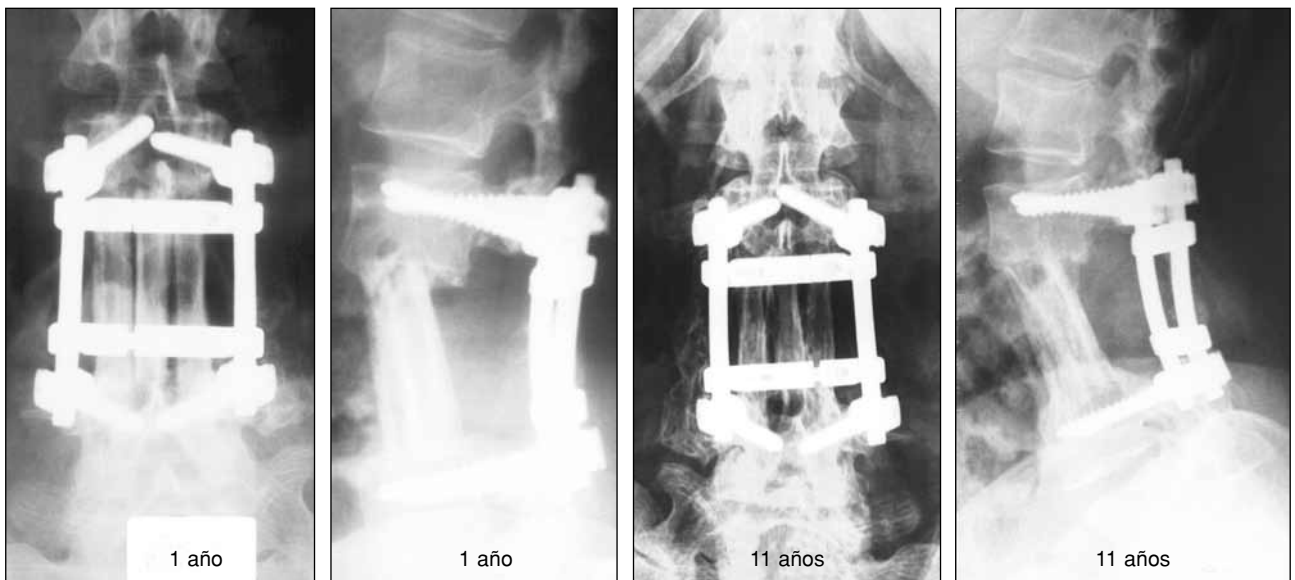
Radiografías posoperatorias.
